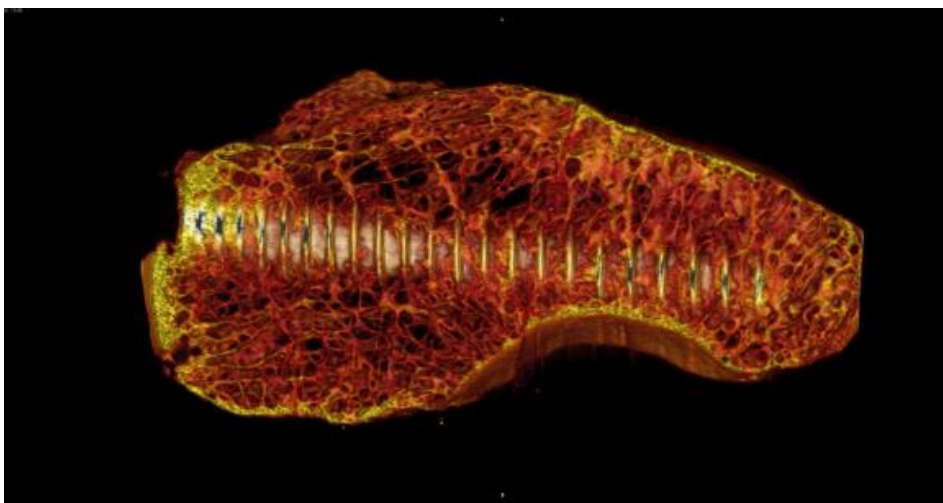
Darstellung der Probe SC 33 als 3D Rekonstruktion aus dem μ CT.
